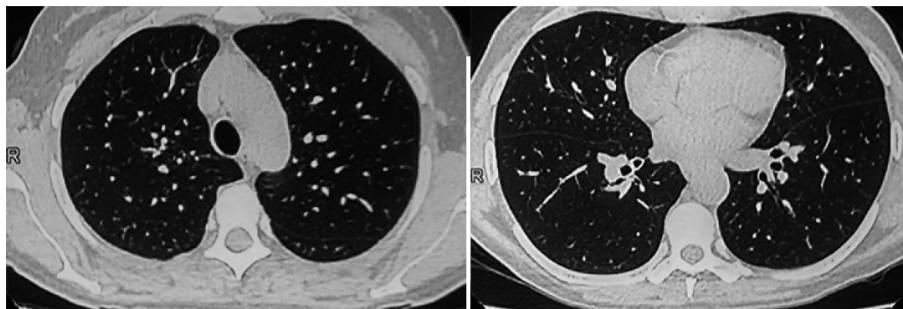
TC de tórax en la que se observa franca mejoría de los infiltrados previamente descritos tras el inicio de la terapia antiretroviral.
